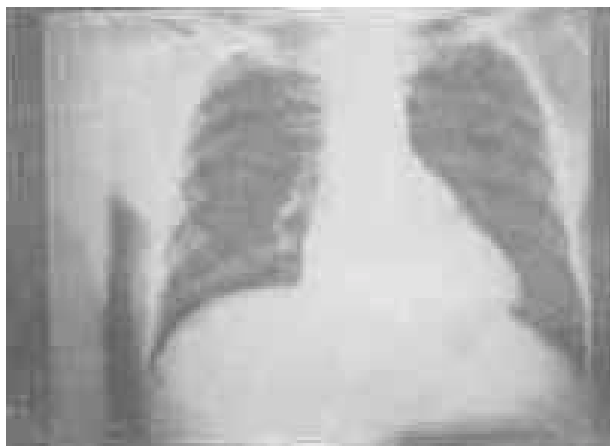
Radiografia mostrando importante diminuição da área cardíaca e da veia cava superior, em relação à radiografia inicial.
